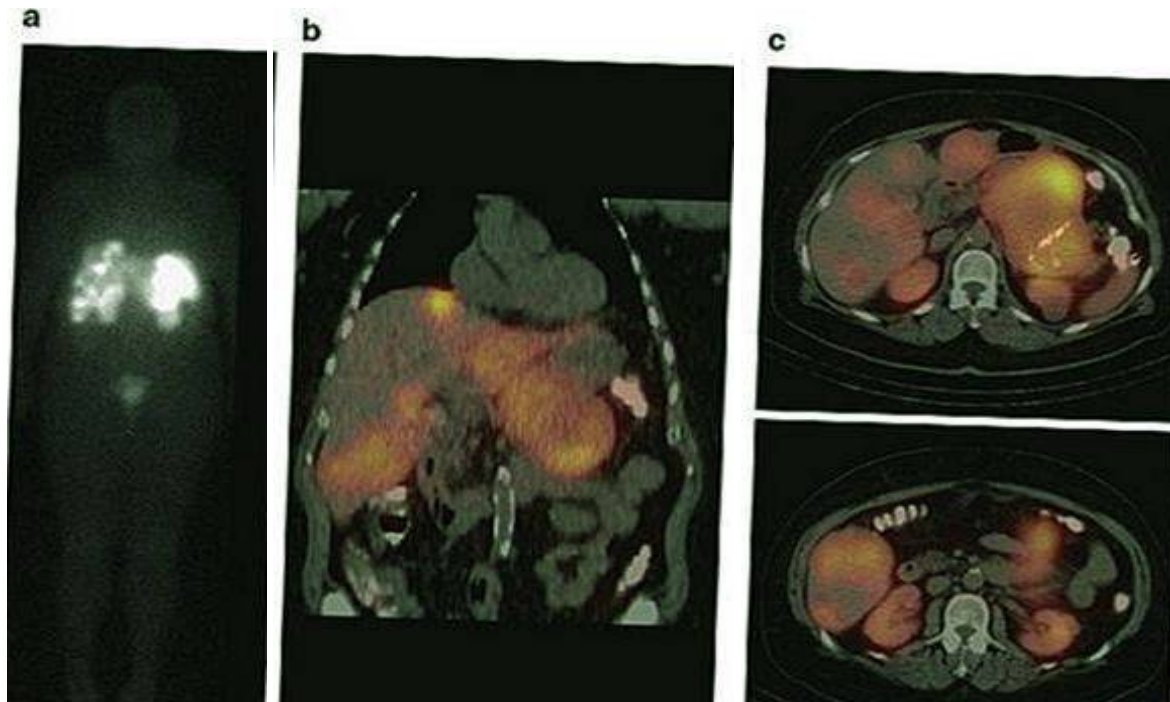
(a)Imagerie Octreoscan pour les TNE montrant la fixation du radiotracteur dans plusieurs métastases hépatiques et d'un CNE du pancréas. (b) Images de fusion coronales octréoscanes avec tomographie par émission de positrons unique (SPECT) fournissant des détails anatomiques . (c) Images de fusion octroscopique axiale avec SPECT.[117] (masquer l'écriture sur la figure)
